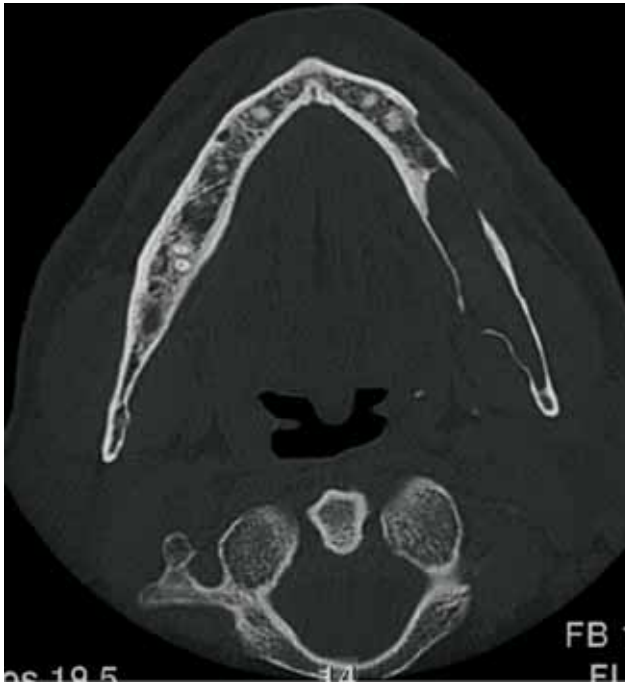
Computertomografie (axiale Scanebene; 5. 2. 2001)
